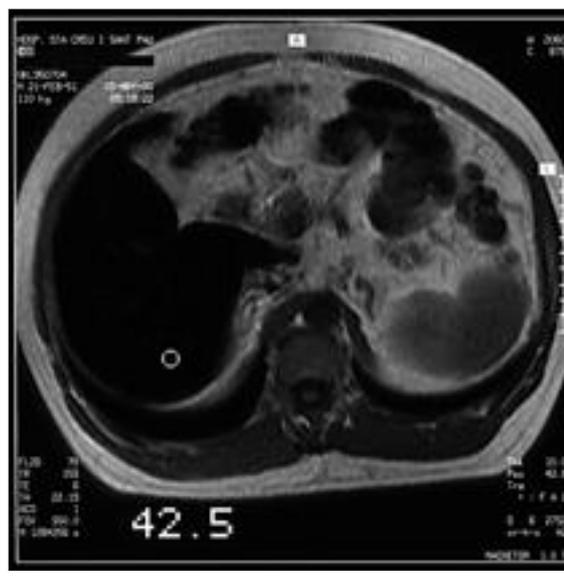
Resonancia magnética de un paciente con hemocromatosis hereditaria. Obsérvese la diferencia de señal T2 en la zona hepática (círculo) en comparación con el músculo esquelético vertebral (triángulo). Aquellos órganos con alta concentración de hierro aparecen negros en la imagen.
